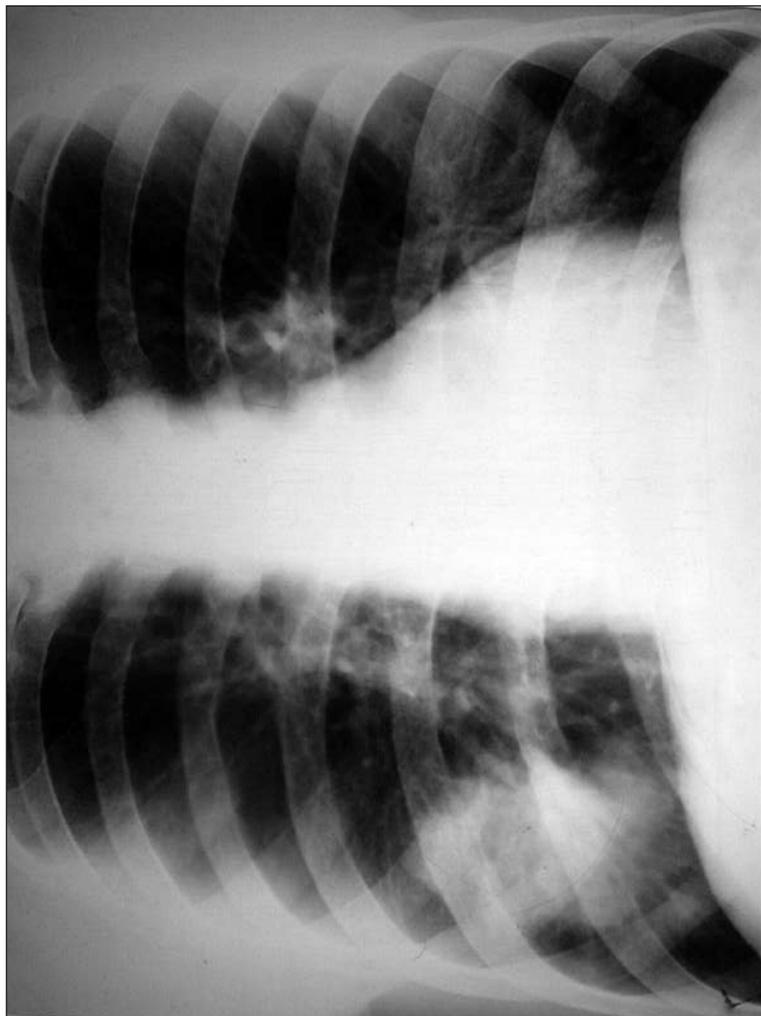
Обзорная рентгенограмма грудной клетки. Острый абсцесс легкого справа. Стадия до прорыва в бронх
